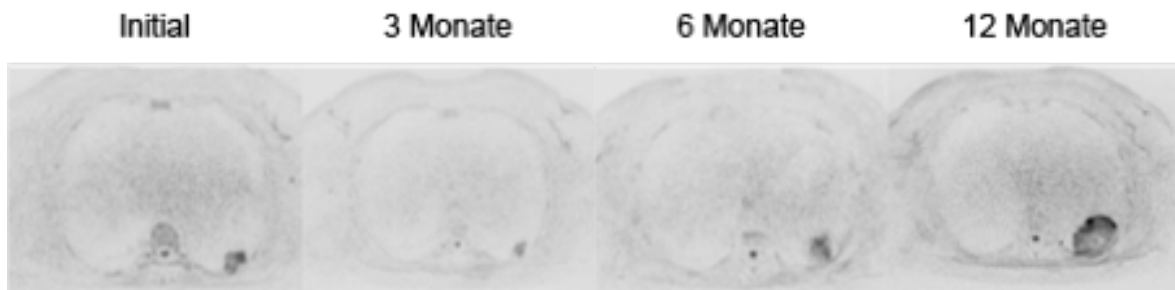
Patient 3; DWI-Verlauf; selbst im Nadir nach 3 Monaten zeigt sich eine weiterbestehende Diffusionsrestriktion des Primarius. Die folgenden Kontrollen zeigen einen weiteren Progress und decken sich mit dem progressiven klinischen Verlauf.
